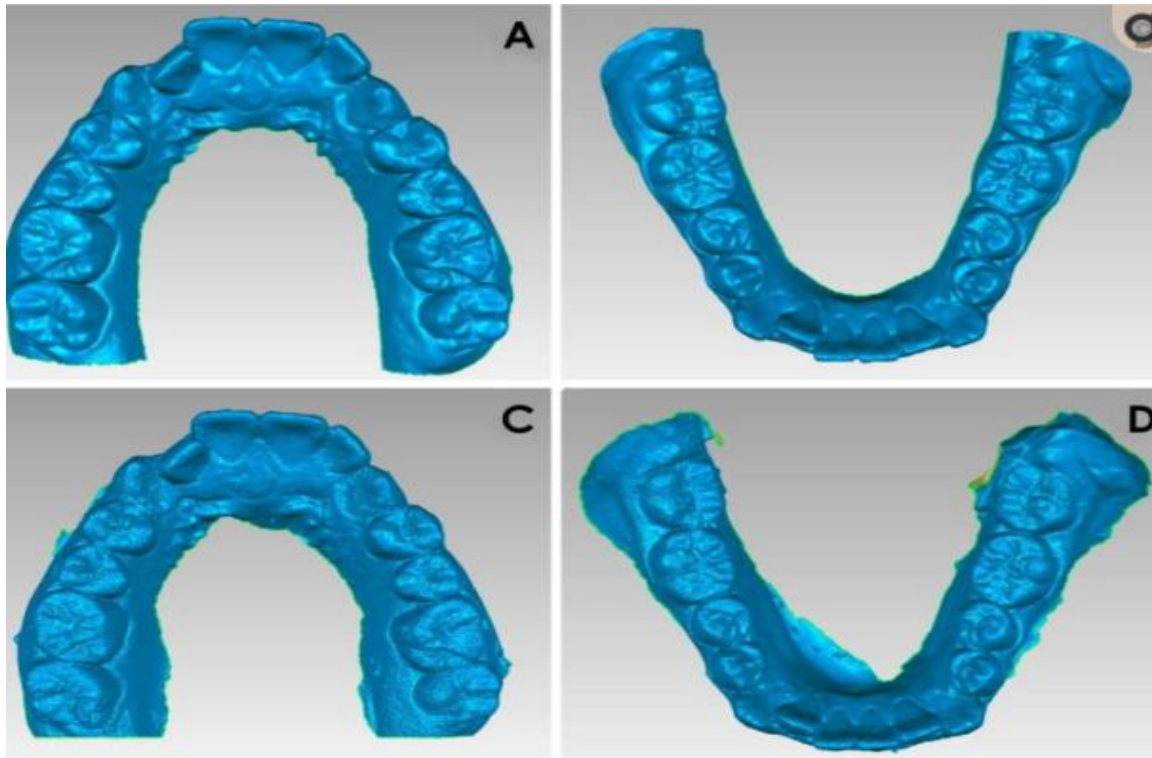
Ejemplo de modelos digitales tridimensionales de los modelos de yeso utilizando un escáner de modelos (A y B) y tomografía computarizada de haz cónico (C y D), respectivamente. Tomado de: Jin-Yi Park (2019)<sup>57</sup>.
